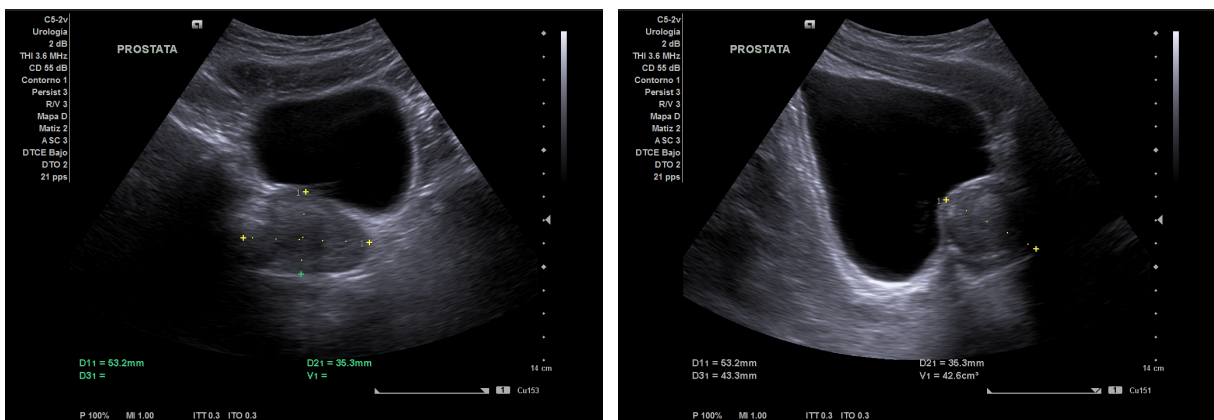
Imagen de ultrasonido prostático con medida en sus ejes transverso y longitudinal para calcular el volumen.
